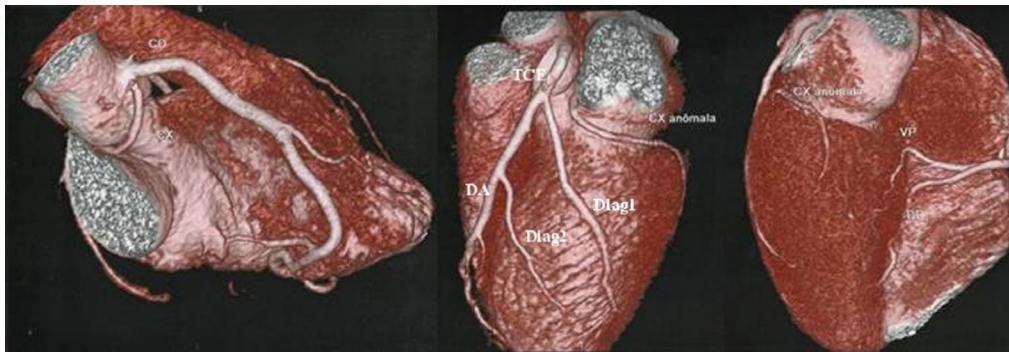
Imágenes de tomografía computada multislice y reconstrucciones en 3D. CD: arteria coronaria derecha; CX: arteria circunfleja; TCE: tronco de la coronaria izquierda; DA: arteria descendente anterior; Diag 1: 1ª rama diagonal; Diag 2: 2ª rama diagonal; VP: rama ventricular posterior y DP: rama descendente posterior. A: arteria coronaria derecha con origen en el seno de Valsava derecho y sin reducción luminal; arteria circunfleja anómala con origen, en ángulo oblicuo, en el seno de Valsava derecho y trayecto retroaórtico. B: tronco de la coronaria izquierda con origen en el seno de Valsava izquierdo originando exclusivamente la arteria descendente anterior, ambas sin reducción luminal; arteria circunfleja anómala emergiendo entre la aorta y el atrio izquierdo recorriendo el surco coronario izquierdo sin reducción luminal. C: arteria circunfleja anómala en su trayecto distal y arteria coronaria derecha originando las ramas ventricular posterior y descendente posterior.
